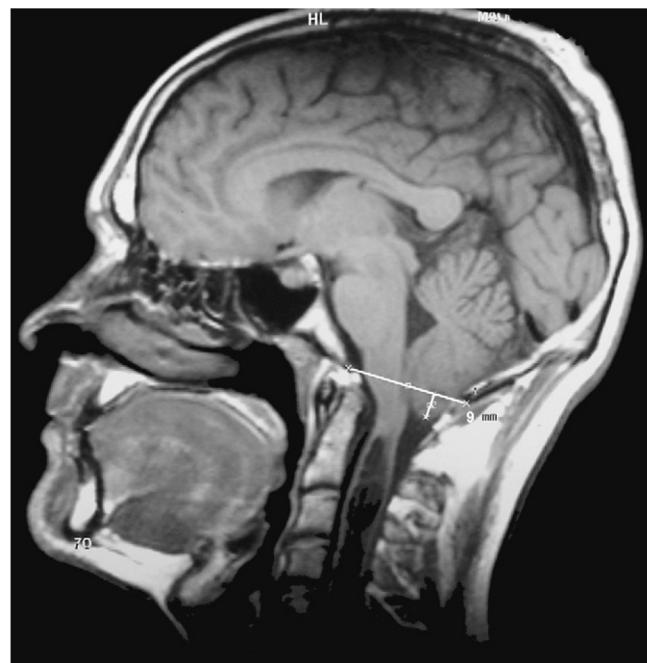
Magnetic resonance image (T1 weighted sagittal sequence) in patient with CM1 presenting herniation of the cerebellar tonsils 9 mm below the foramen magnum.
